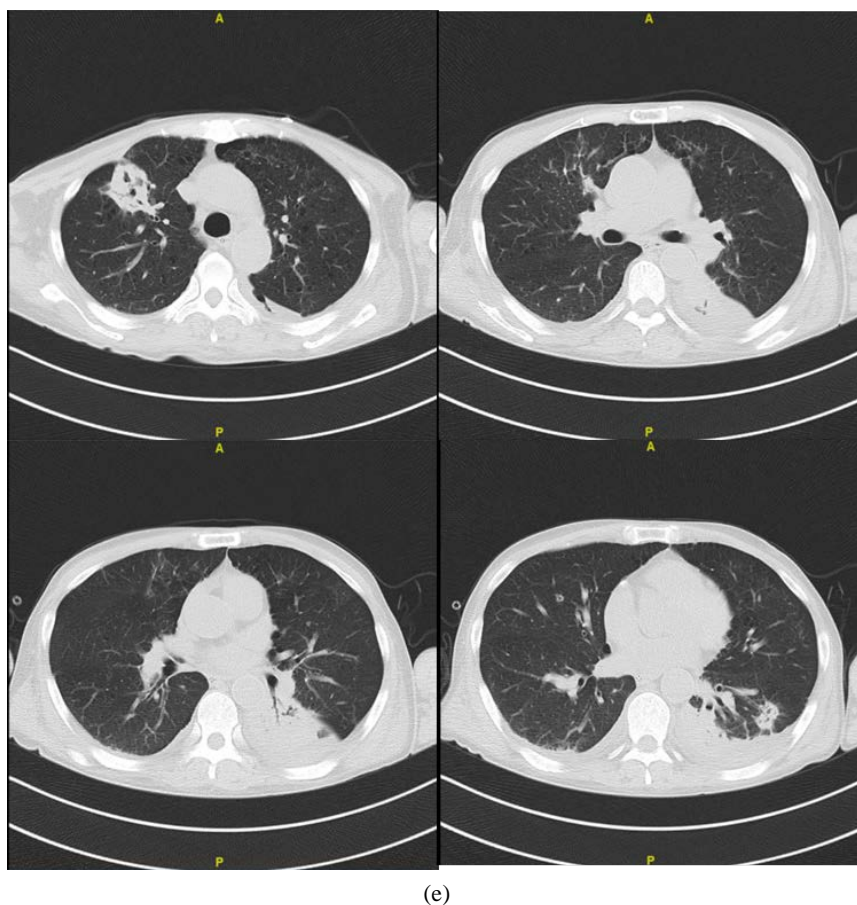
Plain CT of the chest. (a) 6.15 Chest plain CT: 1. Multiple nodules and mass shadows in both lungs, combined with medical history, consider infectious lesions, fungal infection may be large, cryptococcal infection is to be excluded, please combine with other examinations; 2. Double emphysema, multiple large lungs 3. Cord of left lower lobe. (b) 6.19 Chest plain CT: 1. There are multiple lumps and nodules in both lungs, which are larger than 2021.06.15. Combined with the medical history, consider infectious lesions, fungal infection may be large, and cryptococcal infection is pending, please combine with other clinical examinations; 2. Double lung ground-glass opacity, new onset, consider infectious disease; 3. Double emphysema, multiple bullae; 4. A small amount of bilateral pleural effusion. (c) 6.21 Chest plain CT: 1. There are multiple lumps and nodules in both lungs, and the changes are not obvious compared with 2021.06.19. Combined with the medical history, consider infectious lesions, fungal infection may be large, and cryptococcal infection is pending, please combine with other clinical examinations; 2. Bilateral emphysema and multiple bullae; 3. Bilateral pleural effusion, more than the original film. (d) 6.29 Chest plain CT: 1. There are multiple lumps and nodules in both lungs, which are smaller than those in 2021.06.21. Combined with the medical history, consider infectious lesions, fungal infection may be large, and cryptococcal infection is pending, please combine with other clinical examinations; 2. Double emphysema and multiple bullae; 3. Multiple slightly larger lymph nodes in the mediastinum; 4. Bilateral pleural effusion, more than the original film. (e) 7.6 Plain CT of the chest: 1. Multiple lumps and nodules in both lungs, which are narrower than 2021.06.29, please combine clinical practice; 2. Double emphysema and multiple bullae; 3. Multiple slightly larger lymph nodes in the mediastinum; 4. Bilateral pleural effusion is less than the original film
